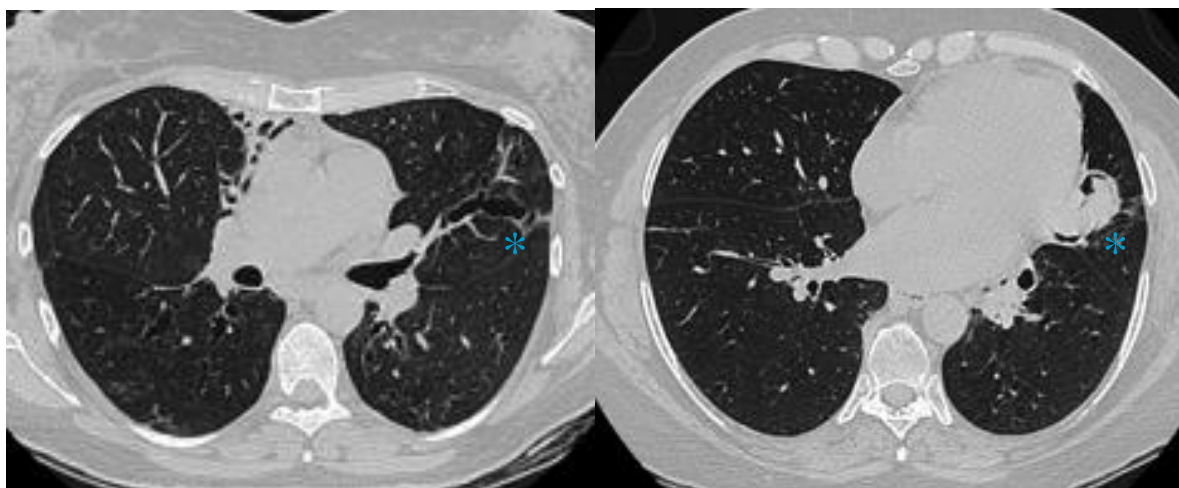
TDM, DDB variqueuses*
